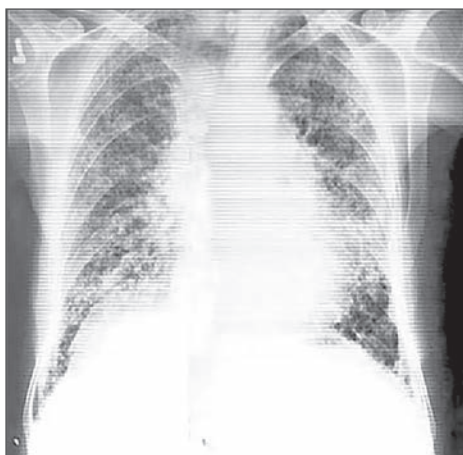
Рентгенограма ОГК: дифузні, дрібні, щільні, ретикуло-нодулярні помутніння при станозі
